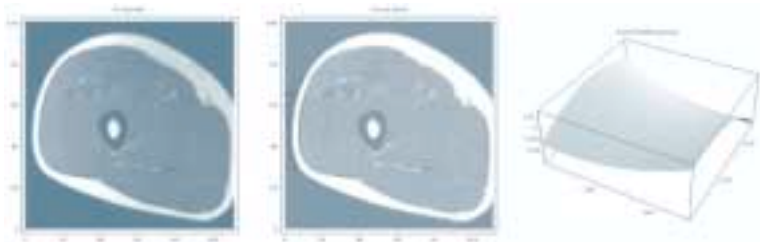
Automatische correctie voor de spoelgevoeligheid bij MRI met behulp van entropie minimalisatie (Sonnemans, BMT).
